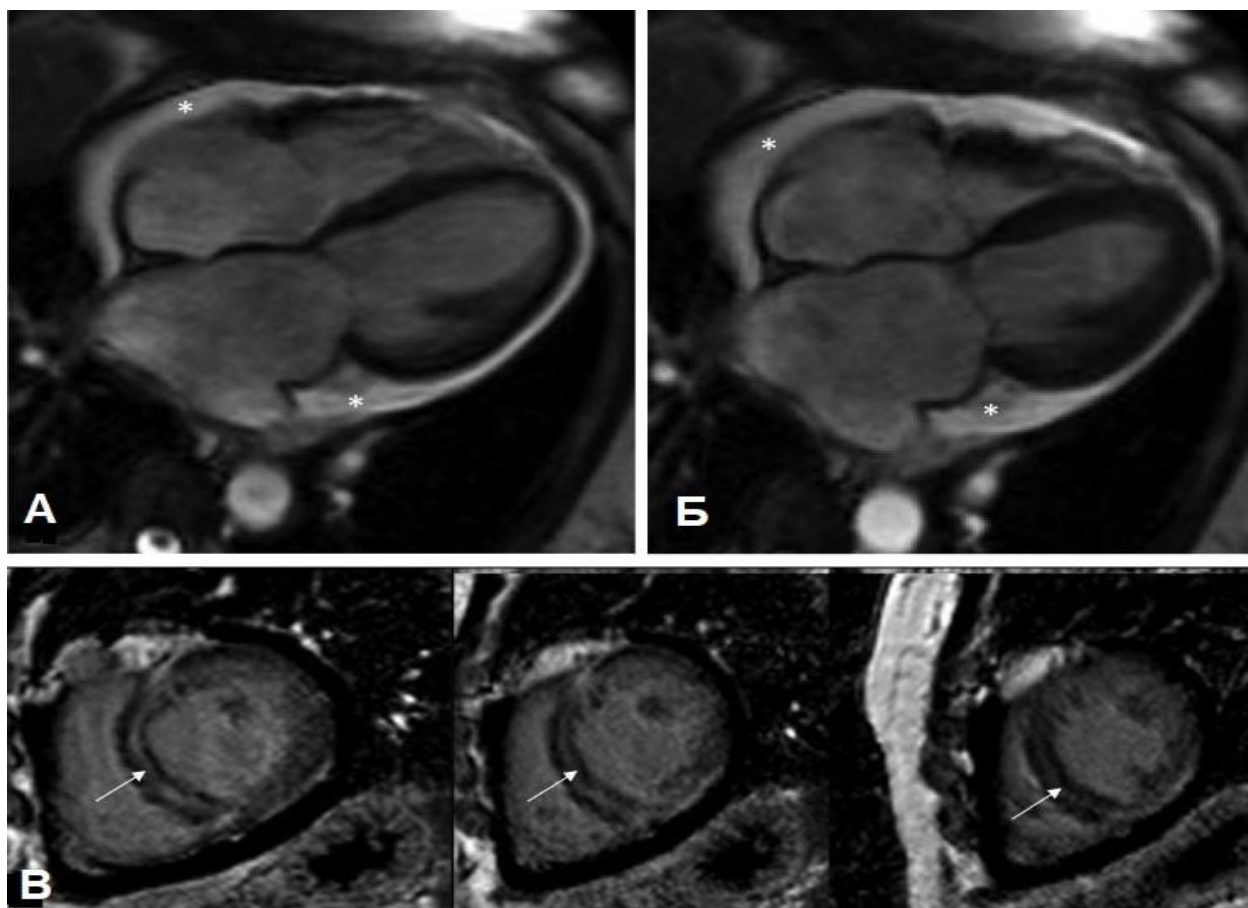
Приблизно у третини хворих на ДКМП спостерігається пізнє підсилення гадолінієм (LGE, стрілки) середнього шару міокардіальної стінки ЛШ, що є потужним та незалежним предиктором загальної смертності, серцево-судинної смертності та кардіотрансплантації, а також РСС (див. текст). А та Б – кінорежим МРТ. В – послідовності LGE. *Перикард [1].
